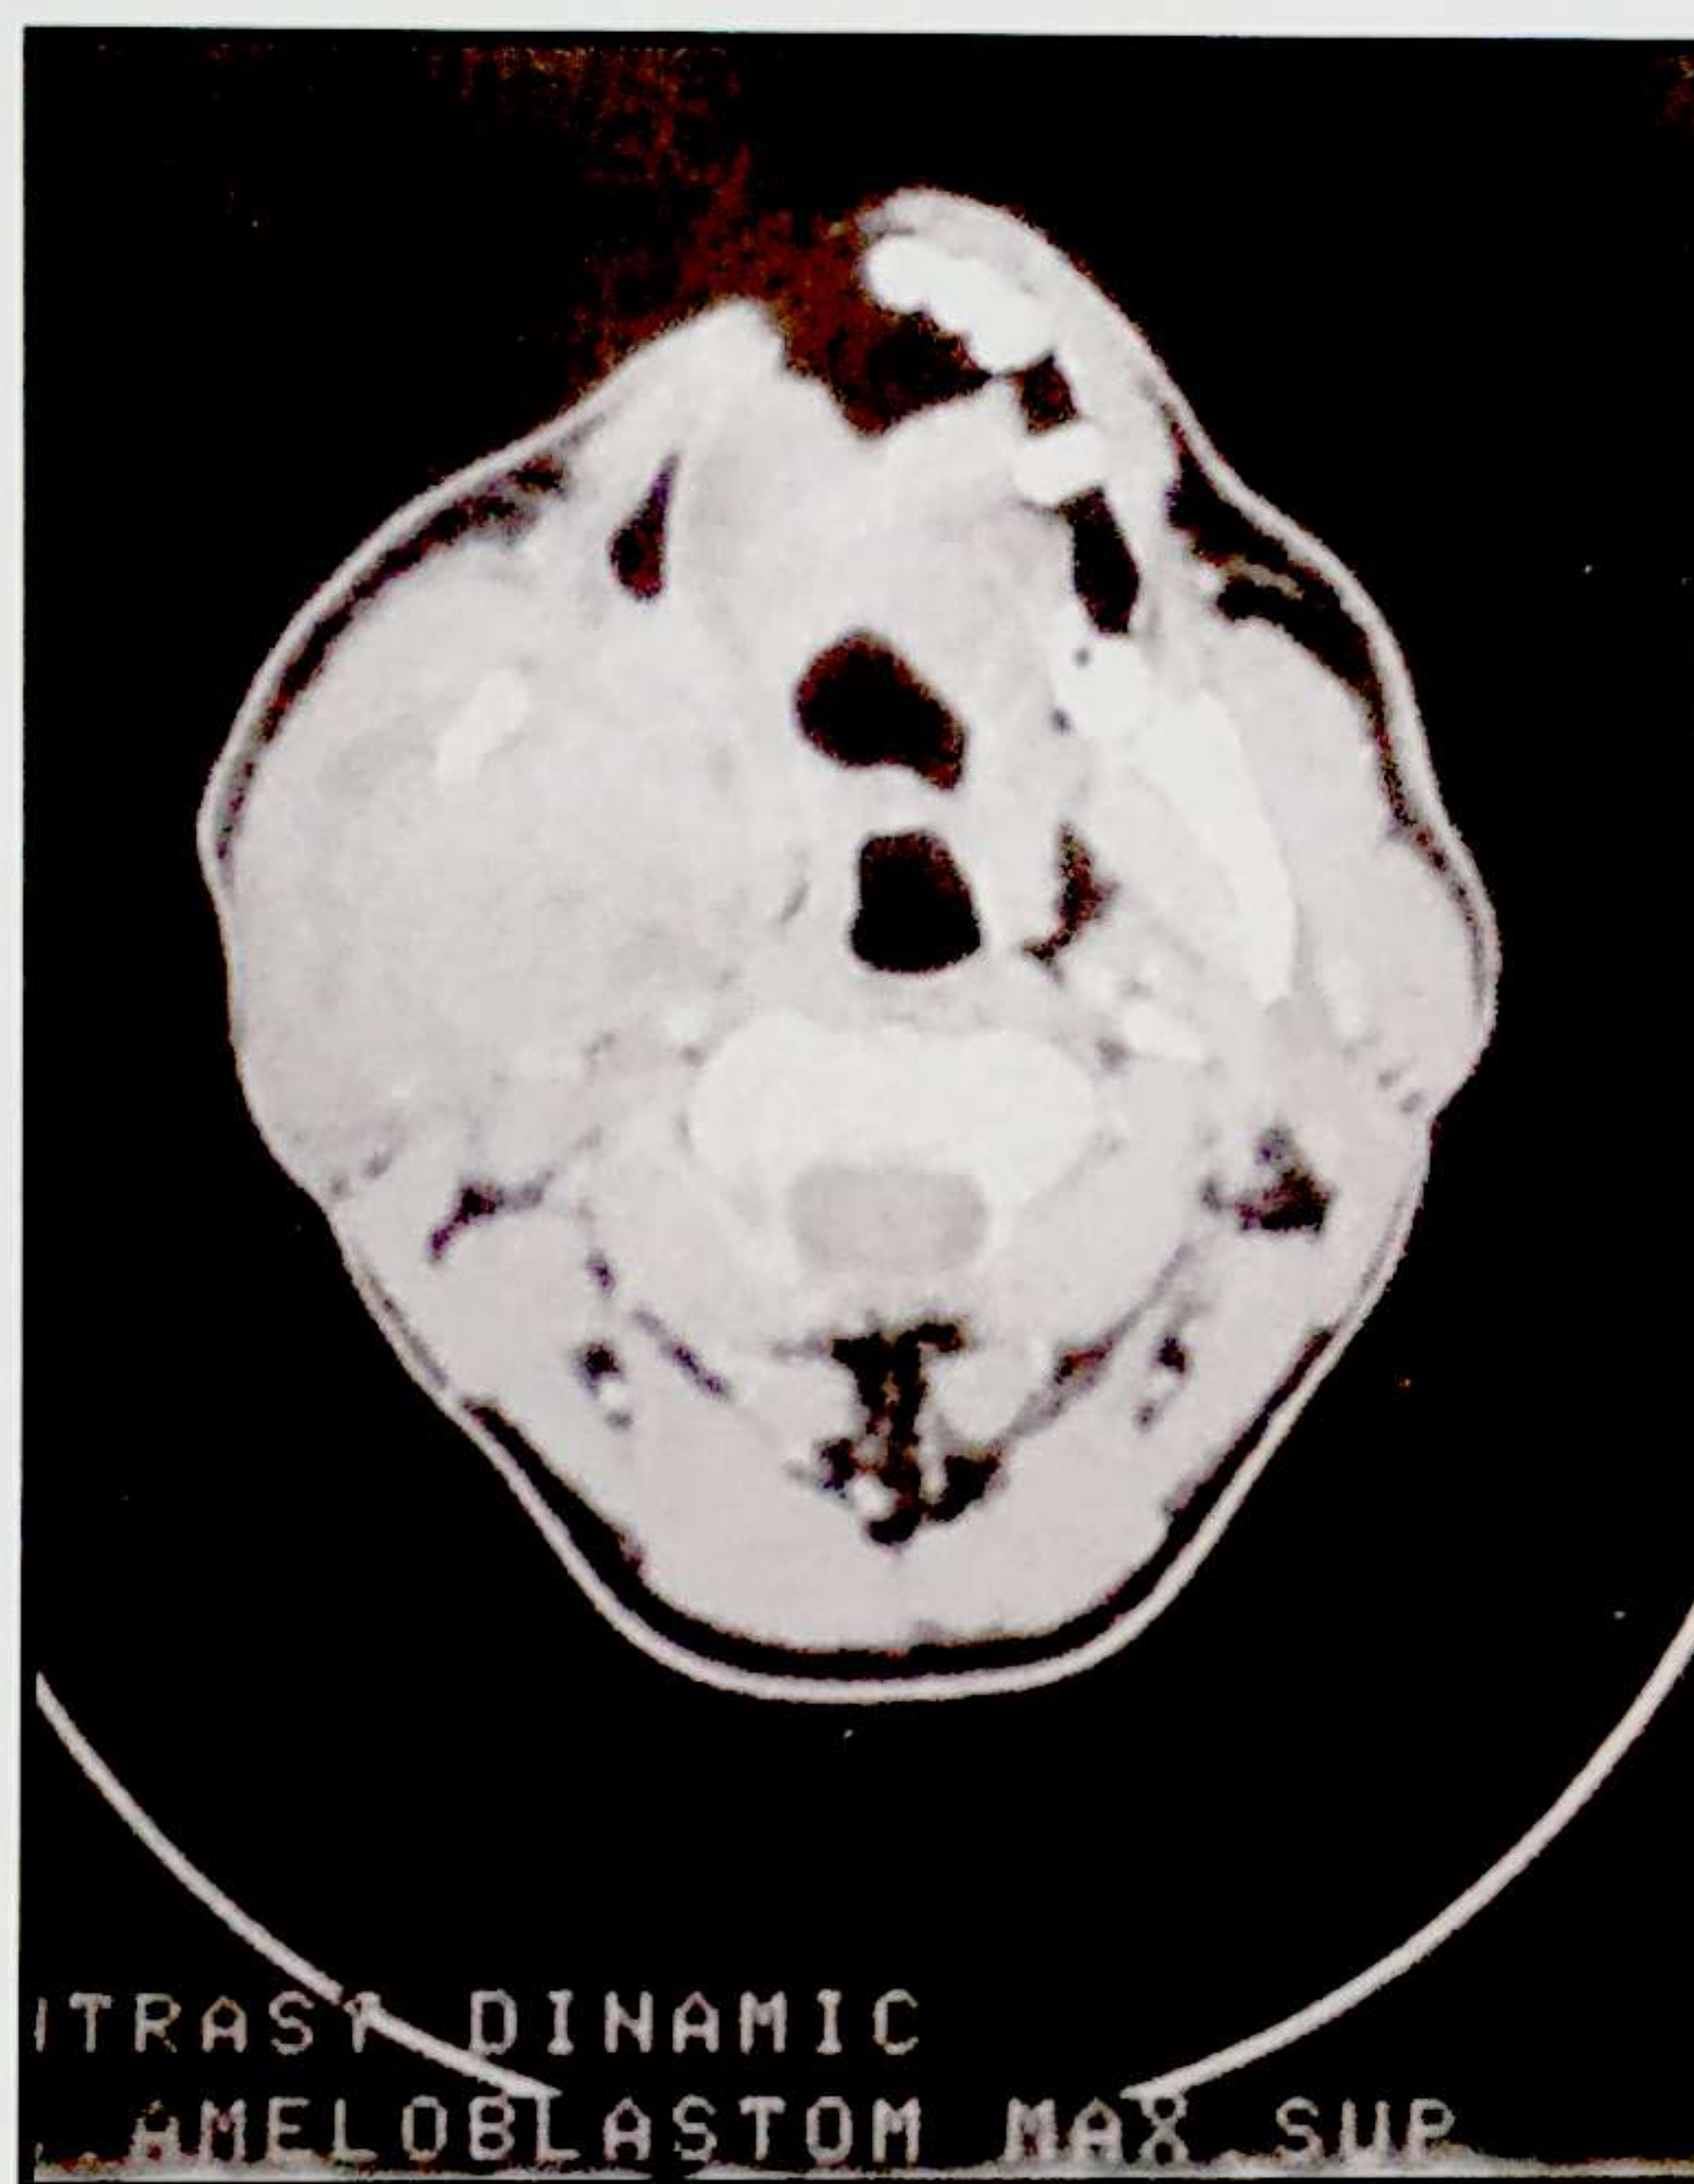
22. Ameloblastomul maxilar- imagine CT
